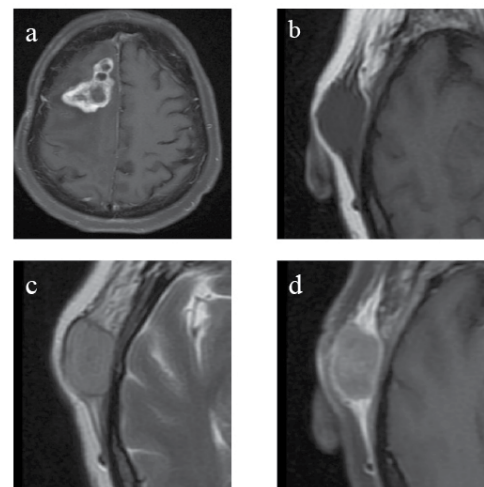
Imágenes por RM cerebral
